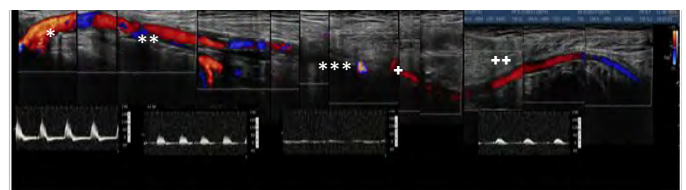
Composição de imagens em bidimensional com *Doppler* cor e *Doppler* pulsado ao longo do sector femoro-poplíteo, traduzindo fluxo bifásico ao nível da artéria femoral comum *, fluxo de alta resistência de baixa amplitude na artéria femoral superficial proximal , com oclusão no terço médio *, sendo reabitada ao nível do canal de Hunter + e com permeabilidade da artéria popliteia . Fonte: Laboratório de Eco-Doppler, Serviço de Cirurgia Vascular, HSM-CHLN, EPE
